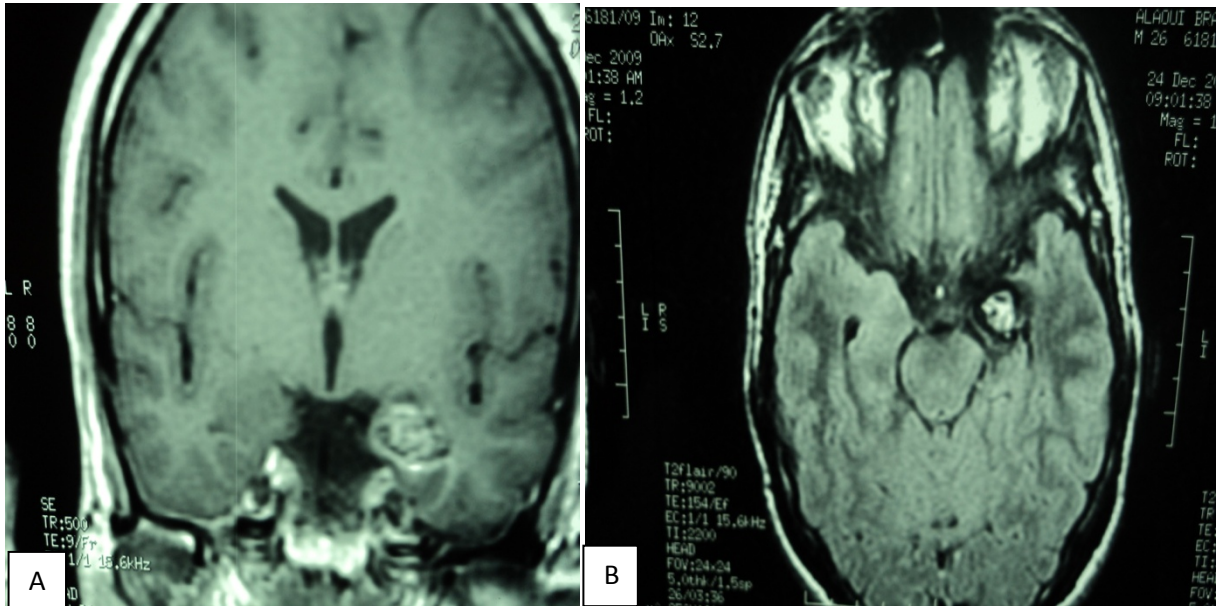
IRM rachidienne coronale en séquence pondérée T1 (A) sans injection de gadolinium, et en coupe axiale en séquence pondérée T2 Flair (B) après injection de gadolinium montrant une lésion arrondie hypocampique gauche mesurant 20/16mm, hypersignal en rapport avec un cavernome (service de Radiologie du CHU MED VI).
